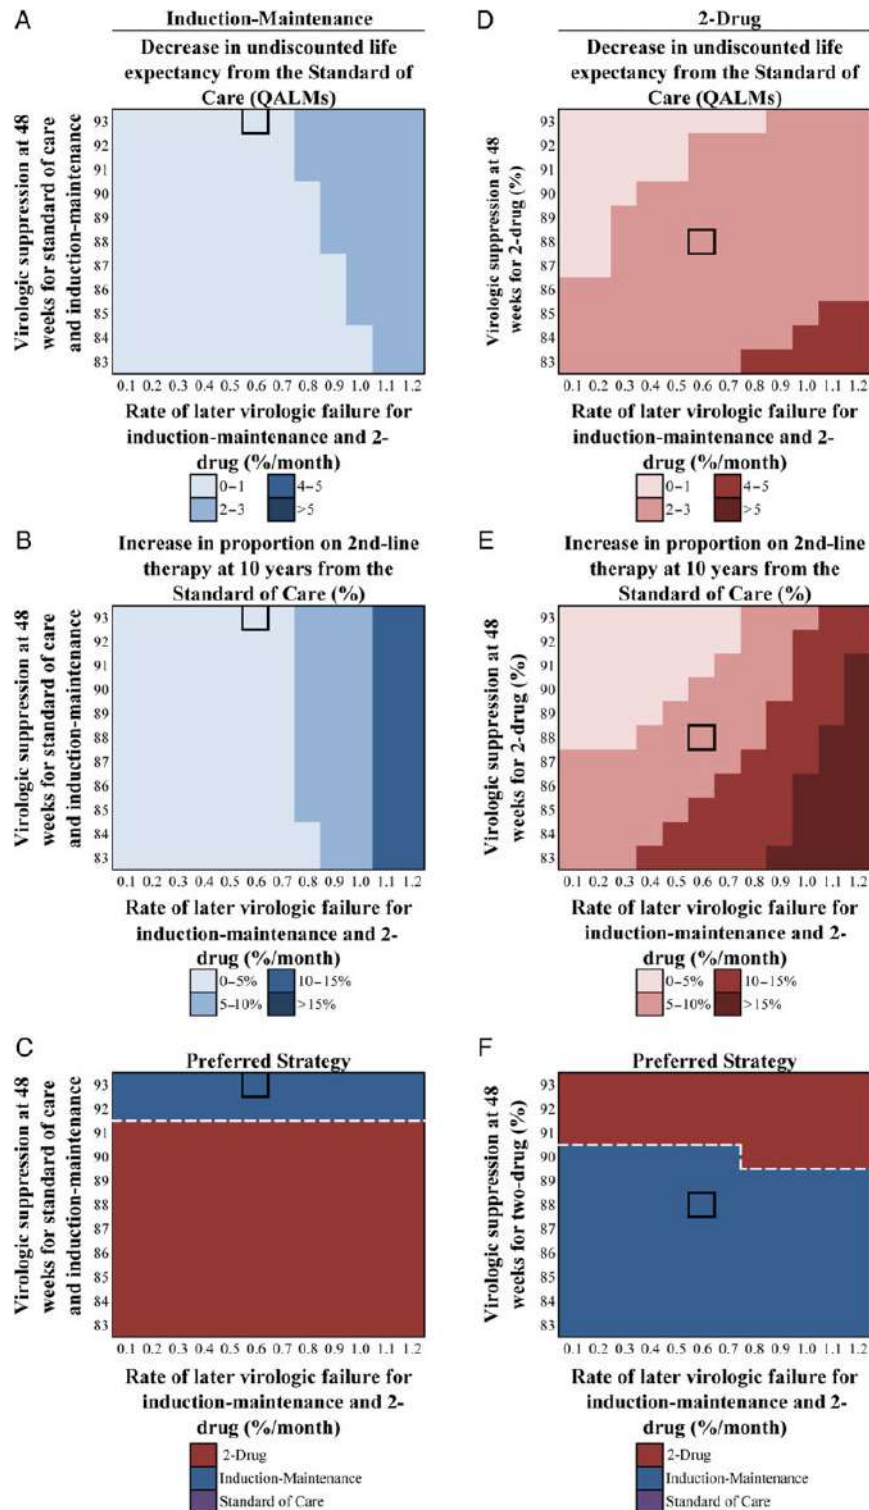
Multivariate sensitivity analyses varying 48-week virologic suppression and post-48-week later virologic failure for the induction-maintenance and 2-drug strategies. Analyses of induction-maintenance parameters. *A–C*, The y-axes vary the 48-week virologic suppression of the standard of care (SOC) and induction-maintenance strategy (dolutegravir [DTG]/abacavir [ABC]/lamivudine [3TC]); the x-axes vary the rate of post-48-week virologic failure for the induction-maintenance and 2-drug (DTG + 3TC) regimens. The open black boxes represent base case values. The decrease in undiscounted quality-adjusted life-months (QALMs) (*A*) and increase in proportion on second-line antiretroviral therapy (ART) at 10 years (*B*) of induction-maintenance compared to SOC are shown. *C*, The most cost-effective strategy with a threshold of <\$100 000/quality-adjusted life-year (QALY) as the parameters on the axes are varied, keeping all others constant. Analyses of 2-drug parameters: *D–F*, The y-axes vary the 48-week virologic suppression of the 2-drug regimen (DTG + 3TC); the x-axes vary the rate of post-48-week virologic failure for the induction-maintenance and 2-drug (DTG + 3TC) regimens. The decrease in undiscounted QALMs (*D*) and increase in proportion on second-line ART at 10 years (*E*) of 2-drug compared to SOC are shown. *F*, The most cost-effective strategy with a threshold of <\$100 000/QALY as the parameters on the axes are varied, keeping all others constant.
